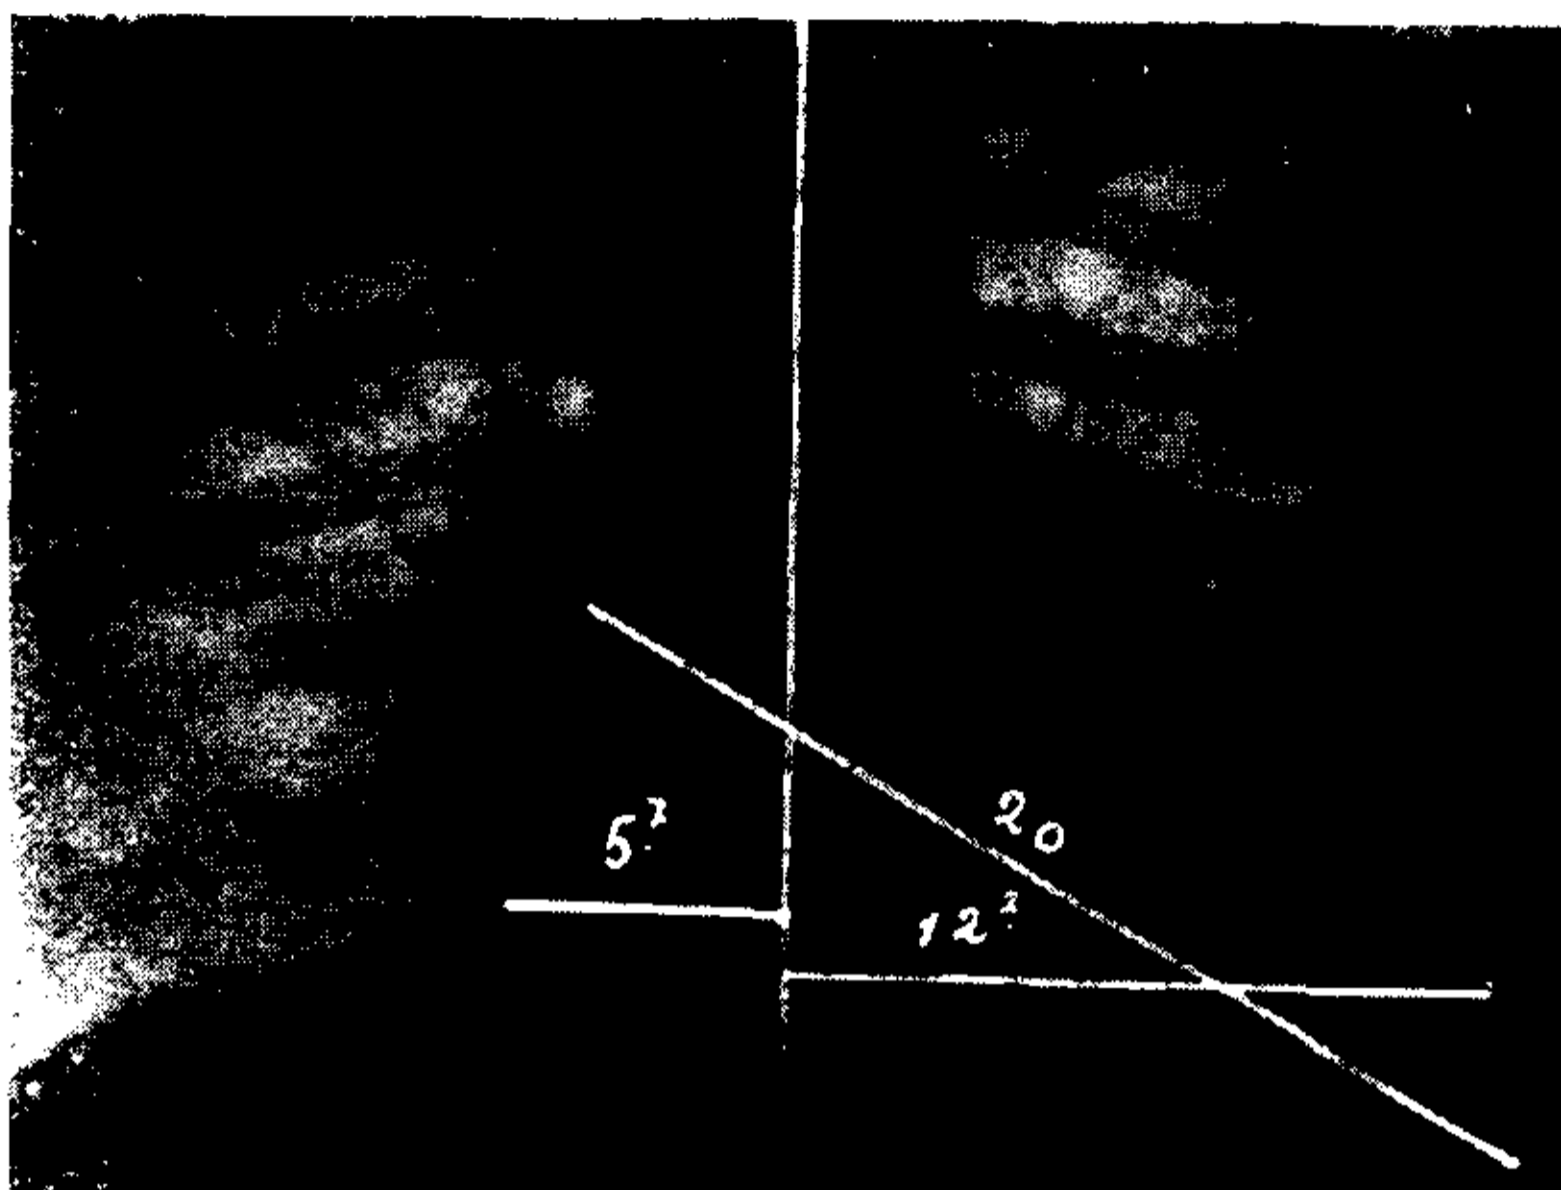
Telerradiografía. — Aumento global del corazón a expensas principalmente de las cavidades izquierdas. Diámetro longitudinal: 20 cmts. Diámetro horizontal: 17.9 cmts. Congestión hiliar.
